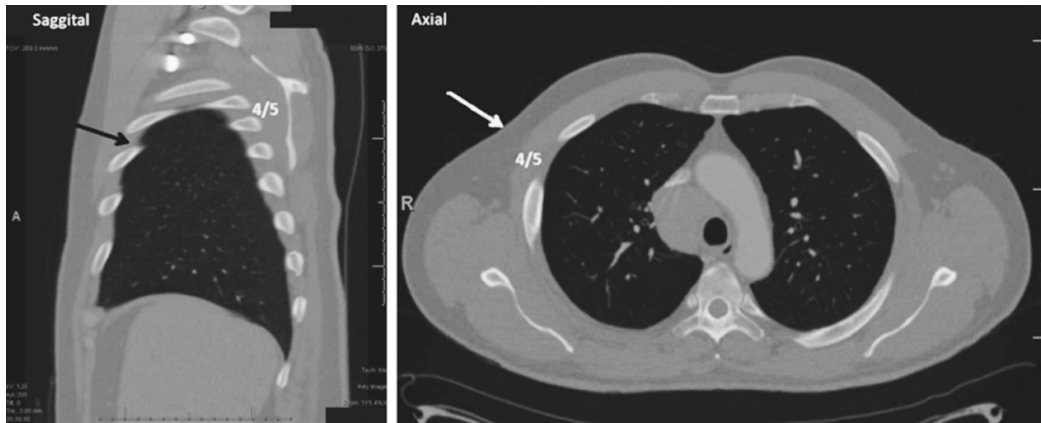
ตำแหน่งที่ใช้วัดความหนาของผนังทรวงอกจาก Chest CT scan
